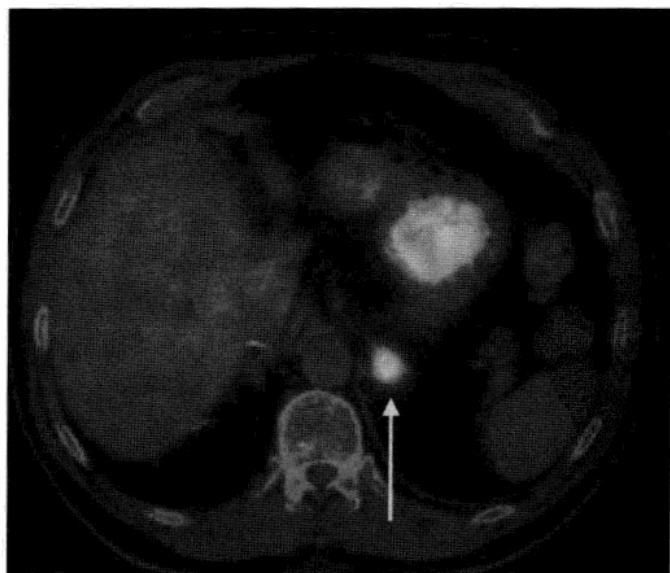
肾上腺转移瘤。PET/CT 示左肾上腺区一高摄取的小包块(箭头)。
